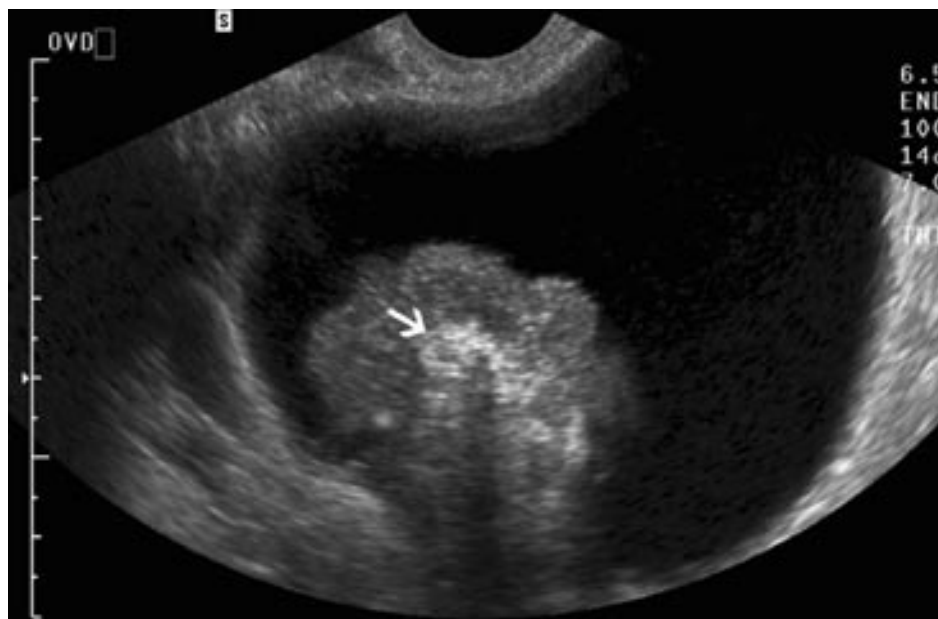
Une échographie montrant une image kystique anéchogène avec présence de graisse et calcification (→) dans le nodule de Rokitansky orientant vers un tératome ovarien mature [37].
